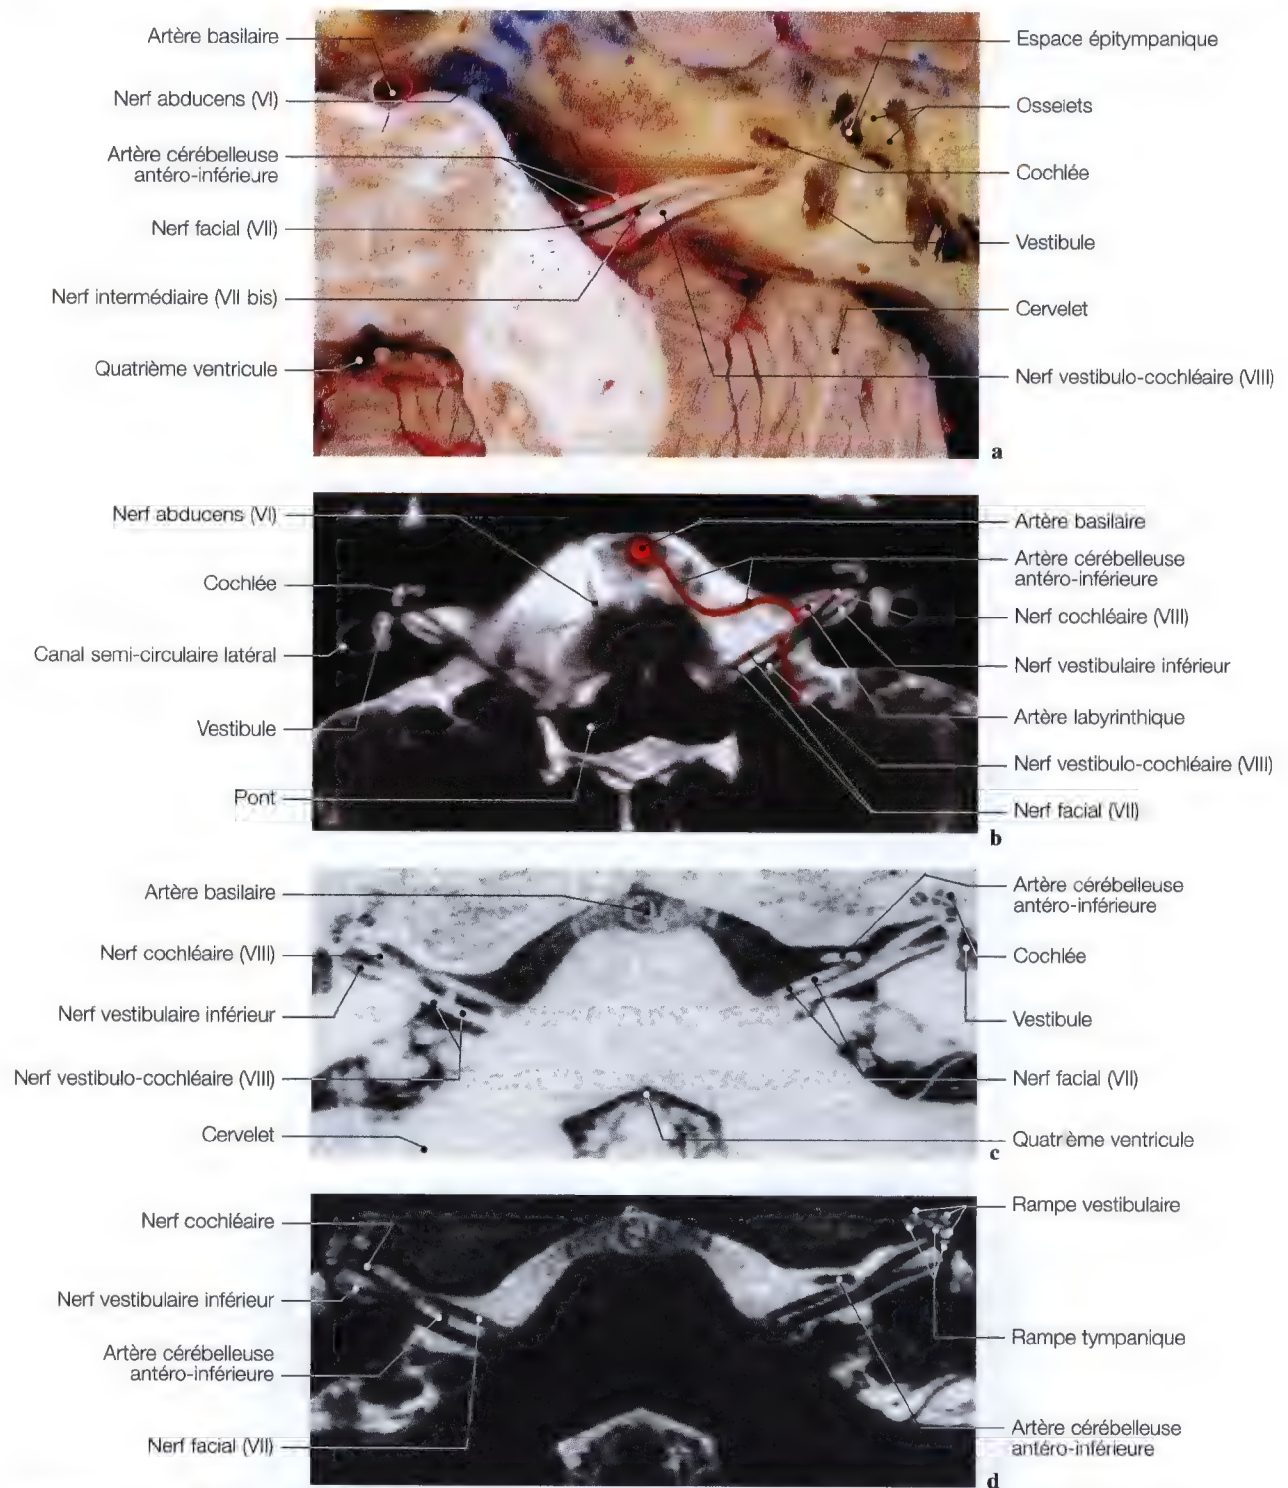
Coupes anatomiques axiales (a); et imagerie par résonance magnétique (b-d) de l'angle cérébello-pontique pour les nerfs vestibulaire et cochléaire. (Coupe anatomique: Pr. J. P. Francke, Faculté de Médecine, Lille); (IRM: Pr. Y.S. Cordoliani, Dr J.L. Sarrazin, Hopital du Val-de-Grâce, Paris; Dr. J.W. Casselman, A.Z. St-Jan, Bruges)
